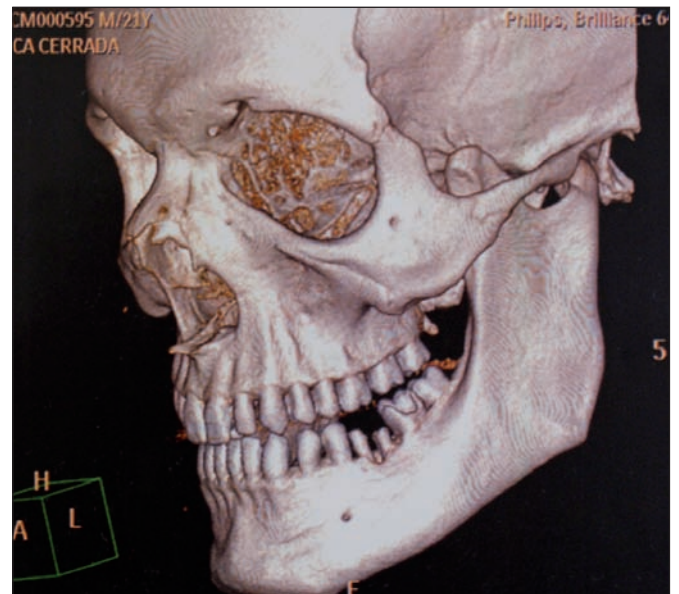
Estudios de imagenología: RMN, TAC multislice, TAC convencional y TAC con reconstrucción ósea.
